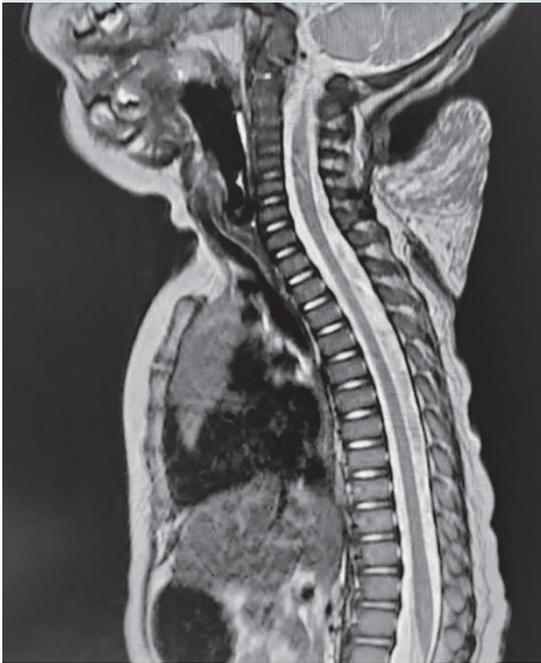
RMN de tumoración inicial.
